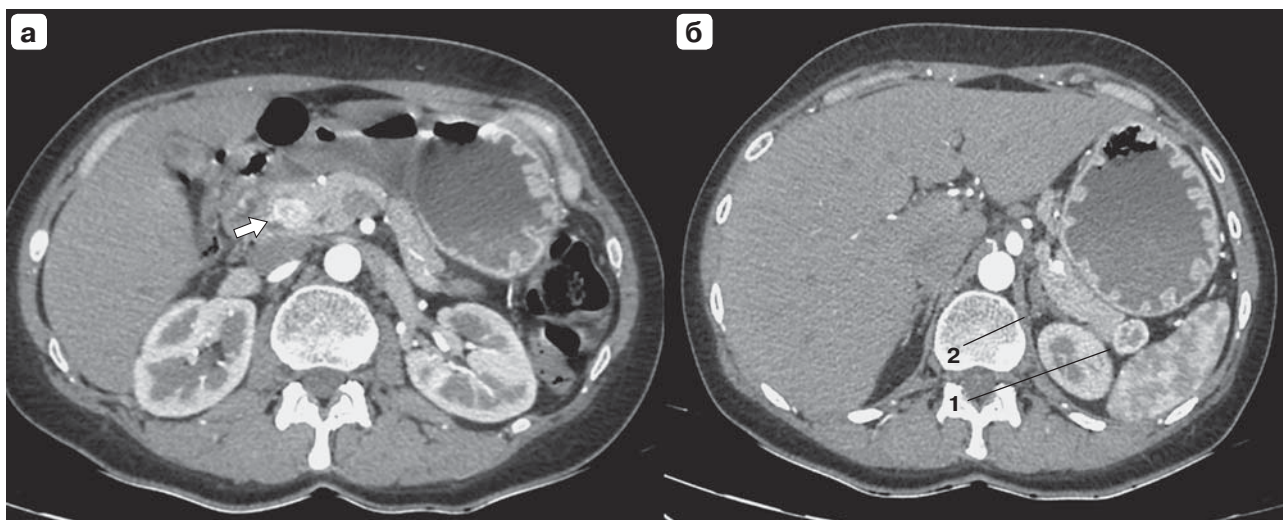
Компьютерная томограмма. Новообразования ПЖ, артериальная фаза исследования: а – в головке ПЖ округлая гиперваскулярная опухоль 18×15 мм (стрелка), прилежащая к общему желчному протоку; б – в хвосте ПЖ округлая гетерогенная опухоль 22×18 мм, с выраженным гиперконтрастным контуром (1); на этом же срезе левый надпочечник с резко утолщенными ножками (2).
